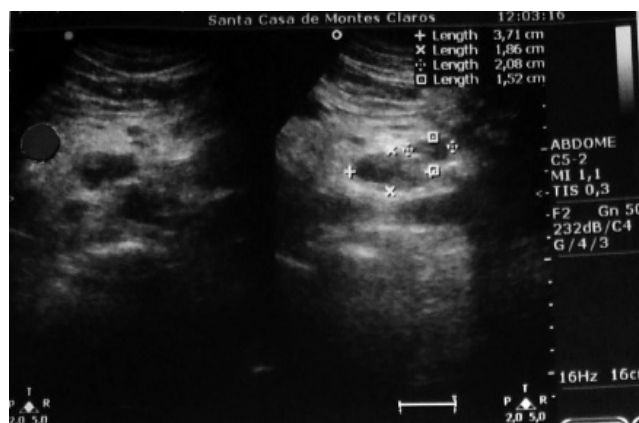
Ultrassonografia mostrando imagem demarcada onde estavam as nodulações pré-aórticas
